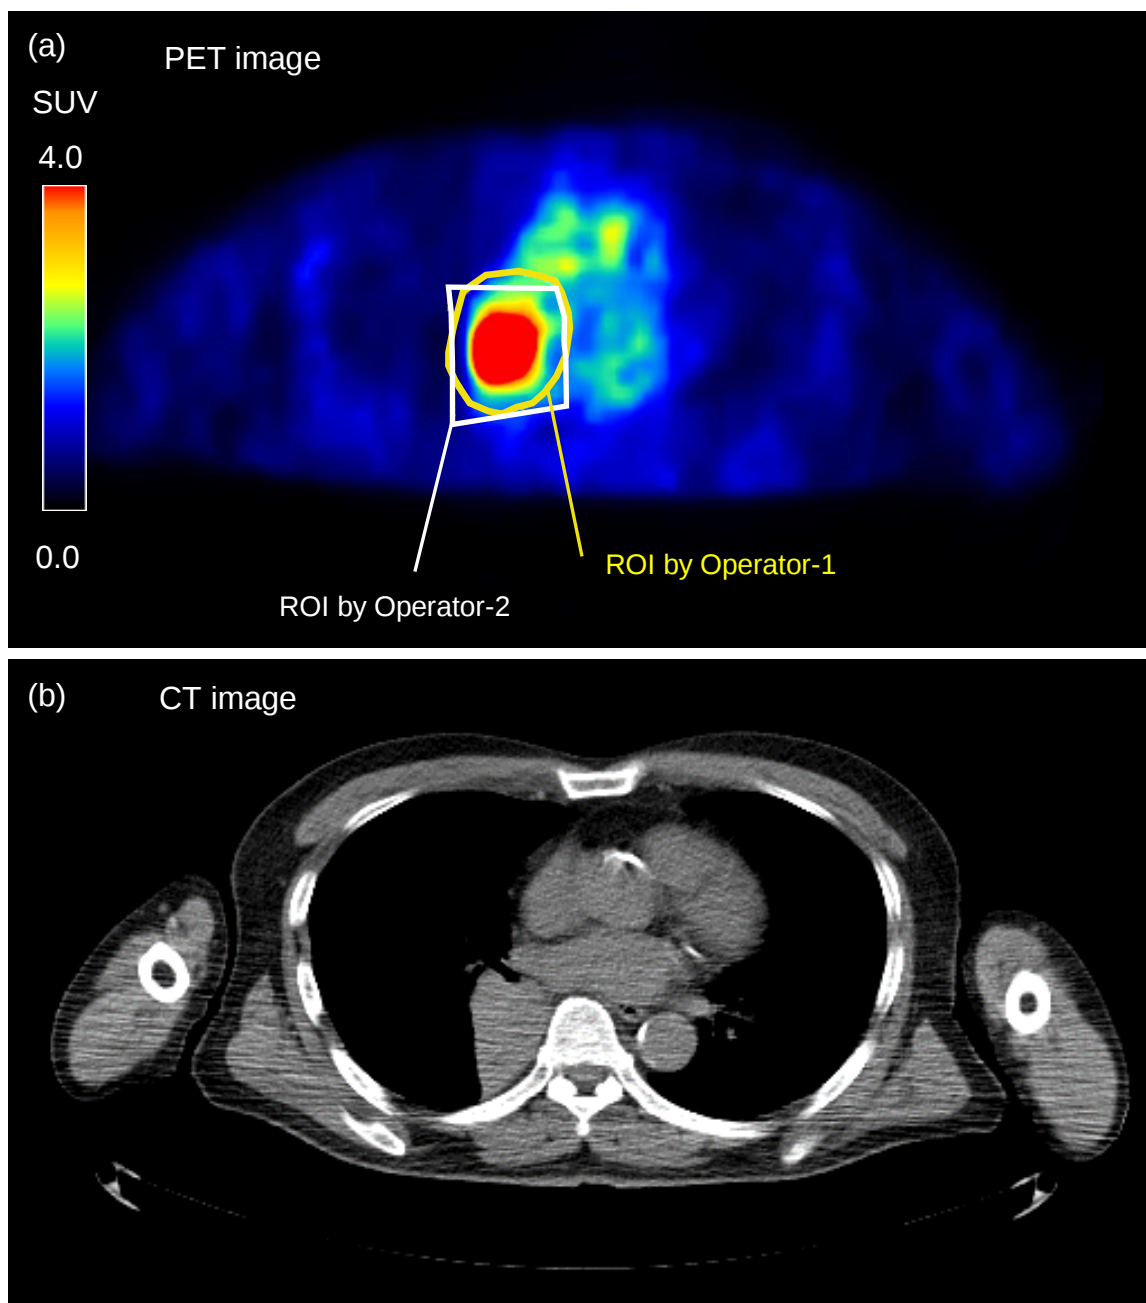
PET 画像上で腫瘍を大まかに囲む ROI の例
